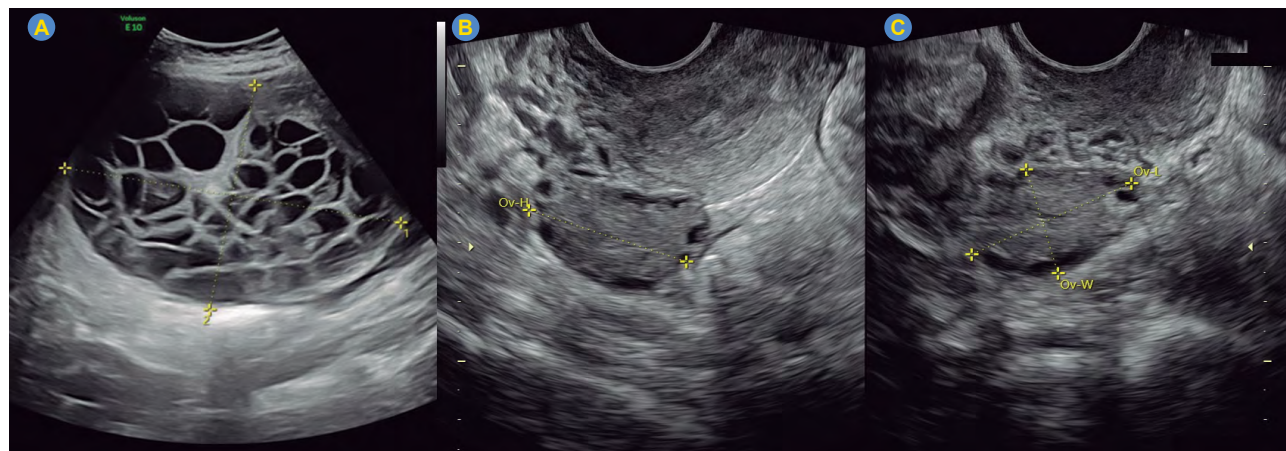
(A) Ultrasound shows an enlarged right ovary measuring 14 × 9.8 cm, containing an anechoic, multilocular mass with a maximal diameter greater than 10 cm, smooth walls, thin septa, and no solid areas, Doppler score 1, corresponding to only one IOTA benignity criterion (B5), without malignancy criteria. (B, C) Ultrasound findings six weeks postpartum of the right ovary with normal morphology and size.
